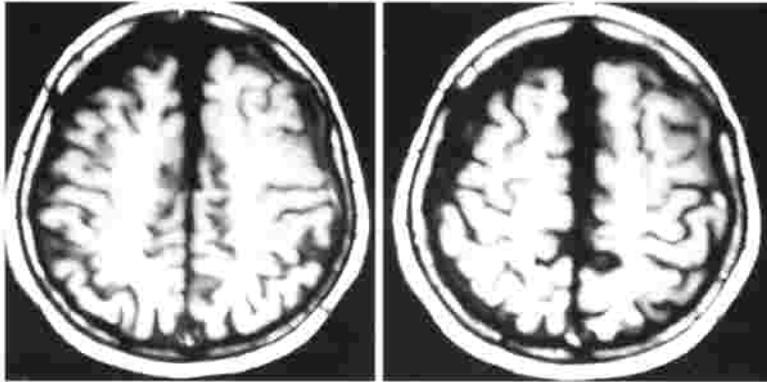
Resonancia magnética cerebral a las 4 semanas. Se modificaron las imágenes para eliminar los nombres y los datos de la paciente.
